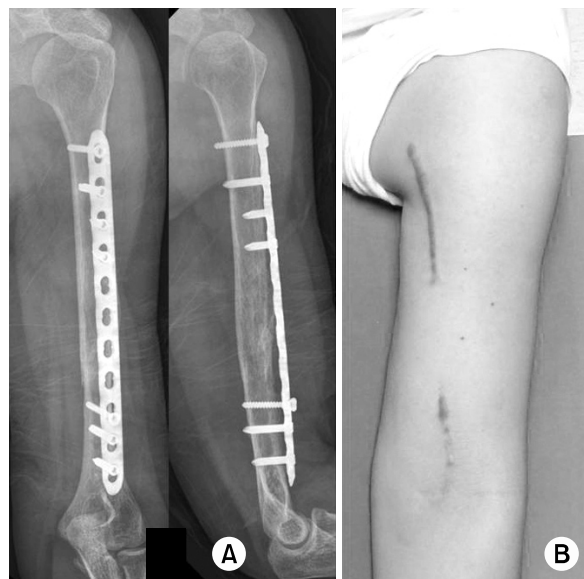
(A) Ten months after the surgery, radiographs demonstrated a complete osseous union.
